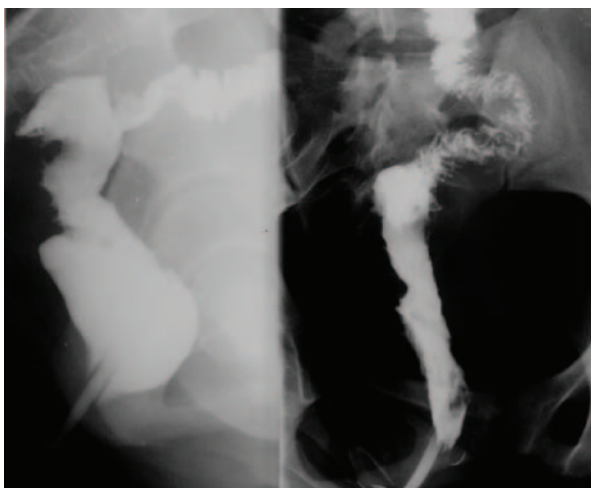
Рентгенограмма прямой кишки с неомусосой через 4 недели после операции.
